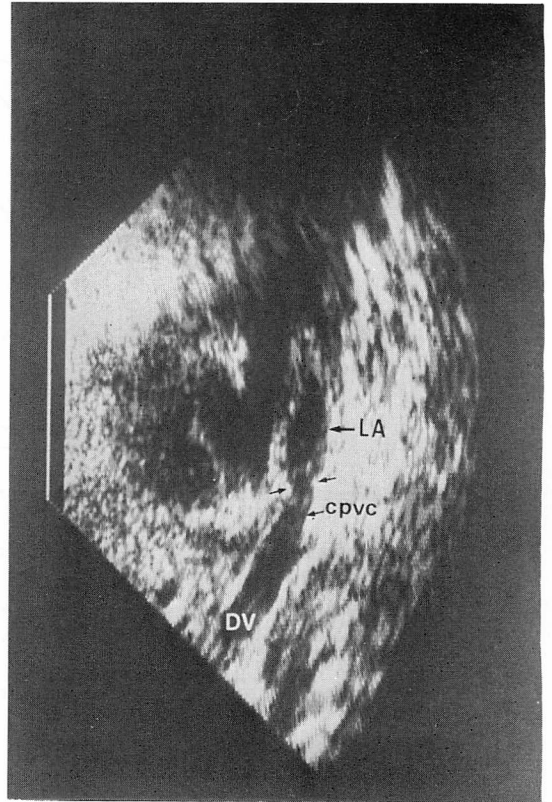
A parasternal sagittal plane of the two-dimensional echocardiogram of the left atrium, common pulmonary venous chamber, and descending vein in a patient with type III.
